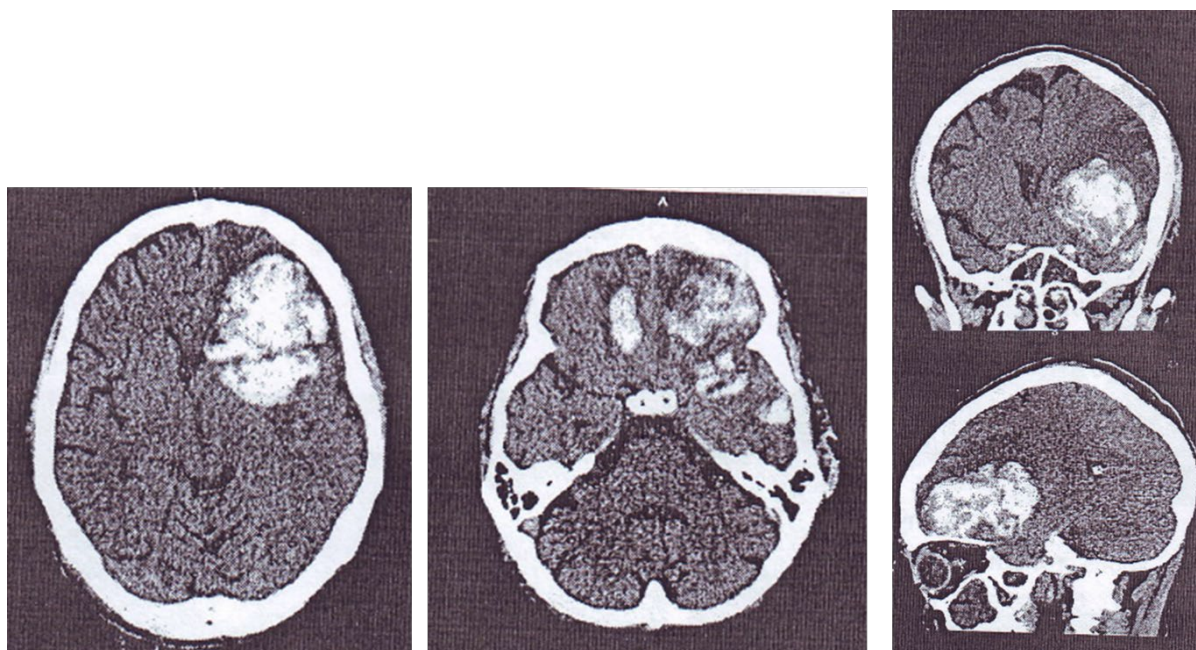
КТ головы от 26.09.2017
